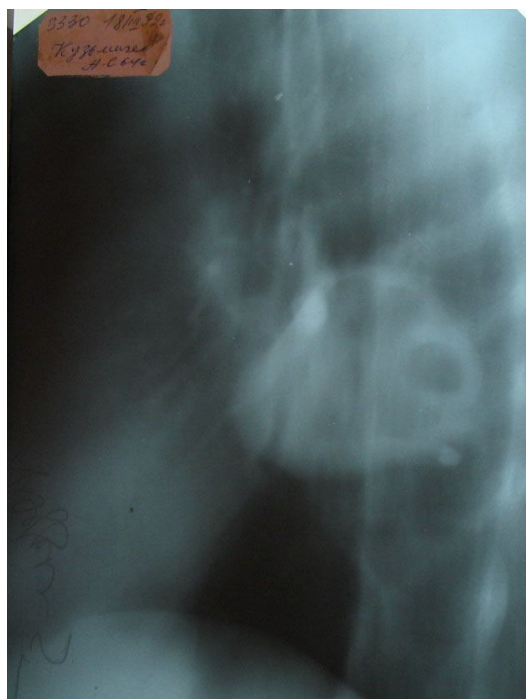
То же наблюдение. Томограмма органов грудной полости в левой боковой проекции на глубине 10 см. Кольцевидная тень располагается в S6, в полости обнаруживаются перегородки, внутренний контур стенки чёткий, наружный – нечёткий и бугристый, отмечается втяжение междолевой щели на уровне тени, имеется дорожка к корню. Заключение: полостная форма периферического рака левого лёгкого в S6.
